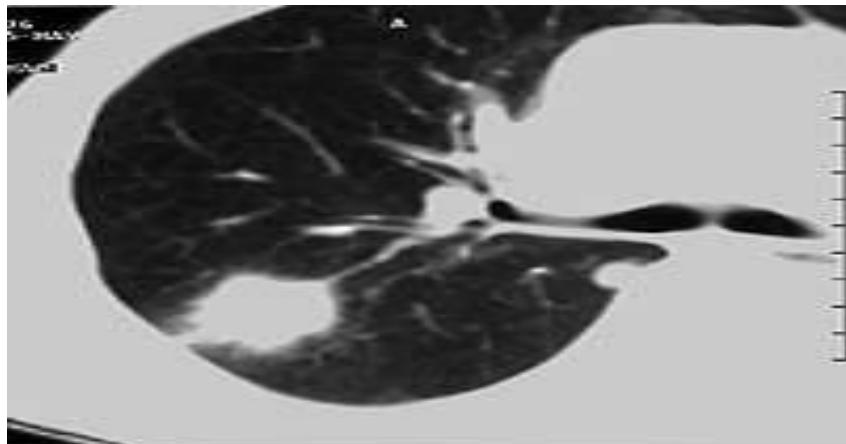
Периферический рак легкого на томограмме
